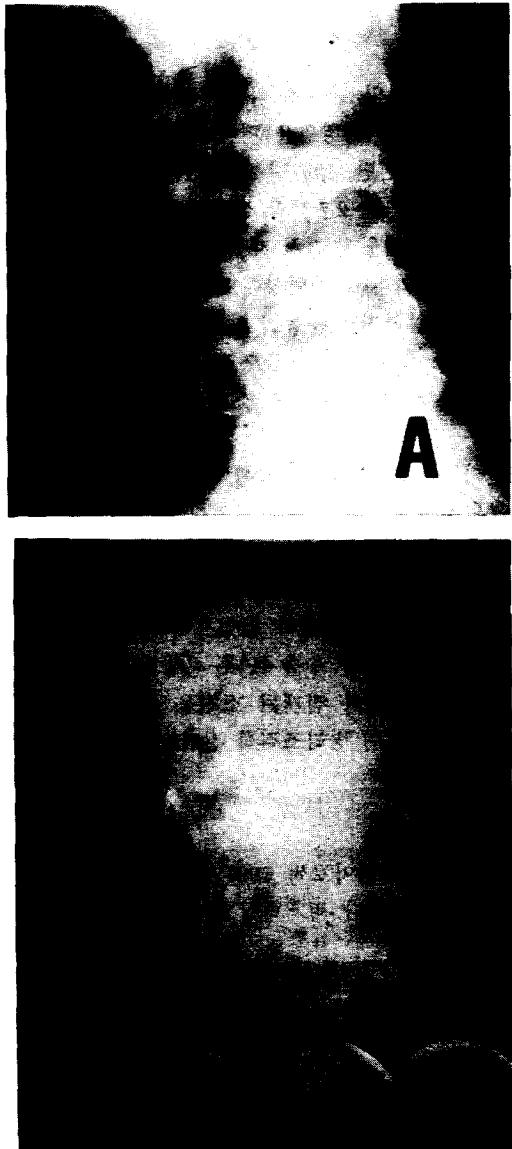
Case 3. Simple abdomen x-ray, lateral view(A), shows the distal tip of cysto-peritoneal shunt locates on the abdominal wall. Postoperative brain CT scan(B) shows arachnoid cyst at left sylvian fissure in which contains proximal tip of shunt system.
